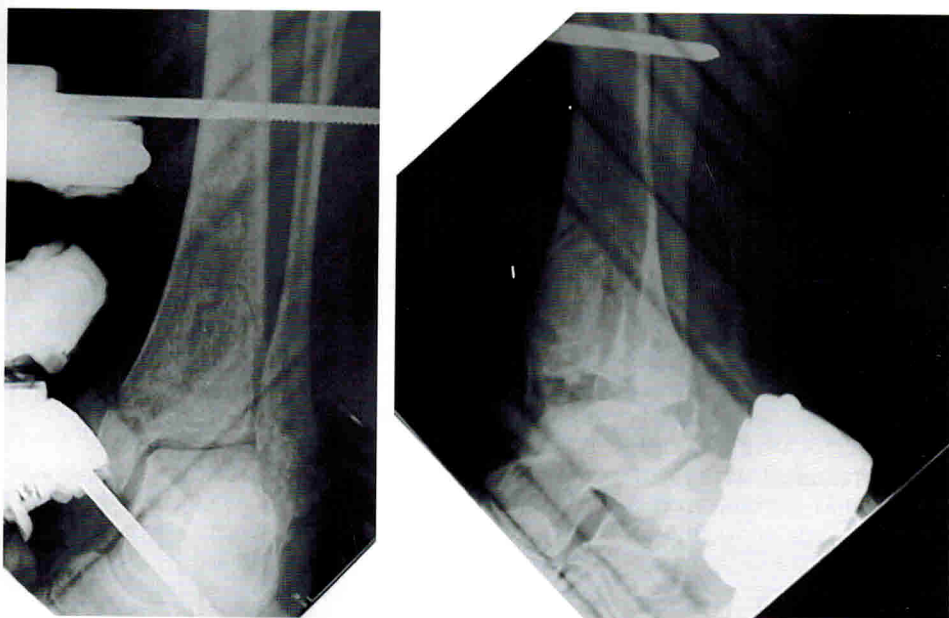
Рисунок 1Б. Рентгенограммы пациентки К., 60 лет, после стабилизации голеностопного сустава в АНФ.
